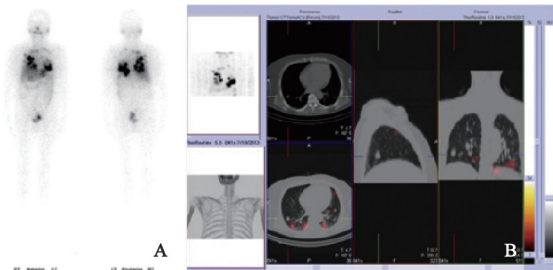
甲状腺癌肺转移全身平面及SPECT/CT断层融合显像
